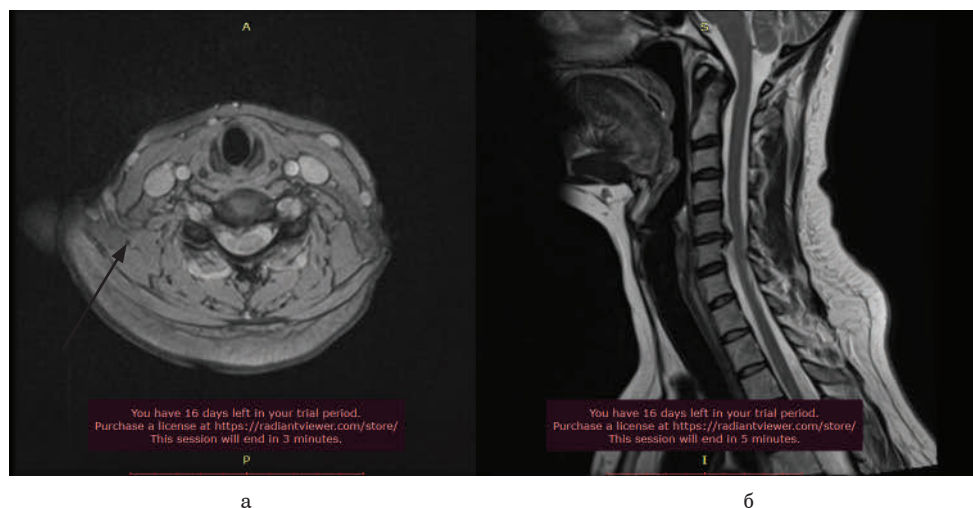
МРТ шейного отдела пациентки П., 40 лет, до операции. Грыжа диска C5-C6: а – фронтальный срез; б – сагиттальный срез. Стрелками показана грыжа диска
